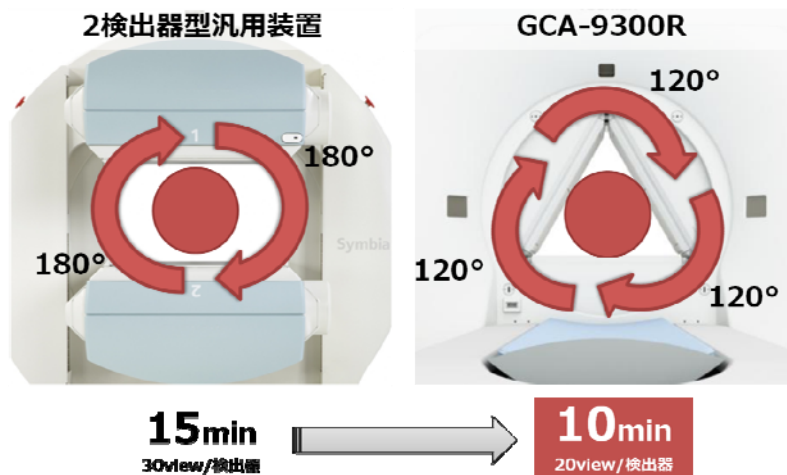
3検出器による収集効率の向上(汎用2検出器SPECT装置との比較)
